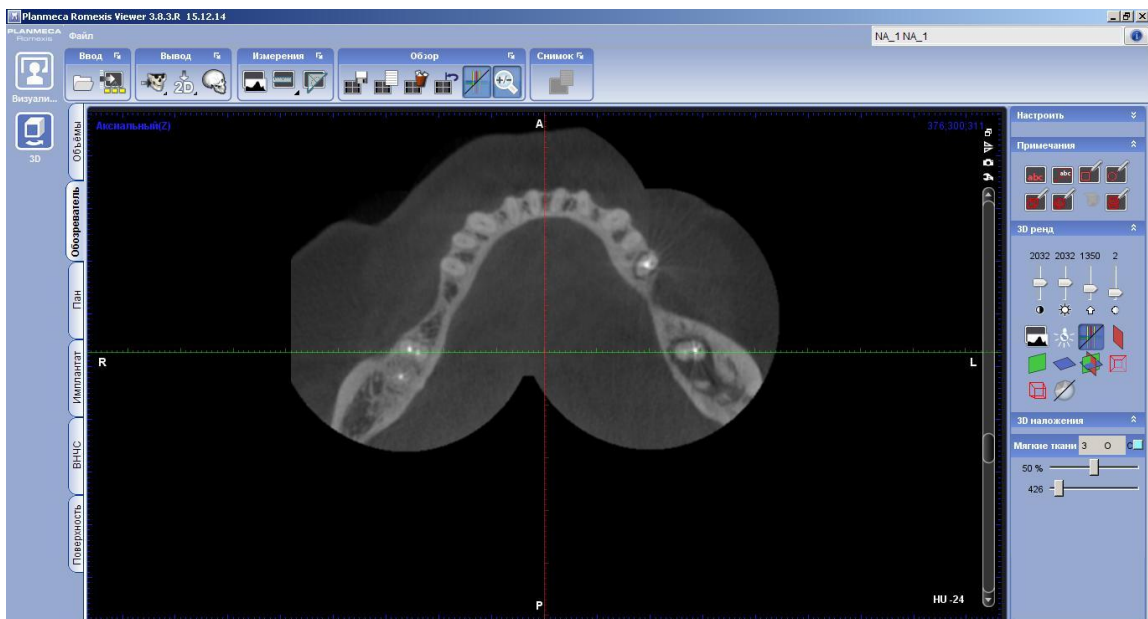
Фотографія КТ знімка 37 зуба; трансверзальна (аксіальна) проекція.
